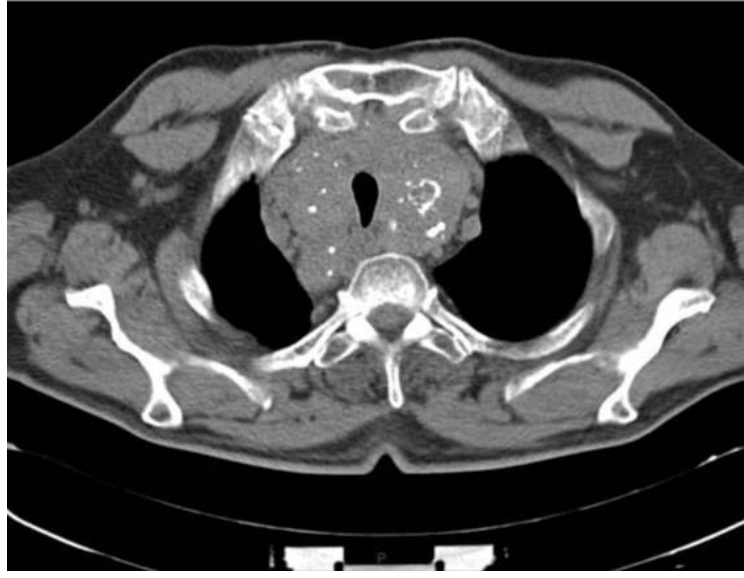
TDM thoracique en coupe axiale : goitre plongeant antérieur (iconographie service chirurgie thoracique chu Marrakech).
